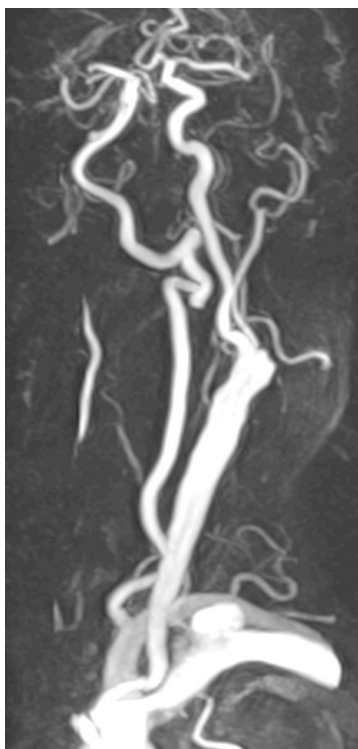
Postoperative Angio MRT
